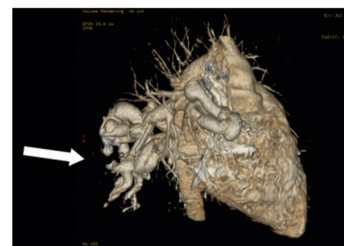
PAVM (箭头所指)介入封堵术前增强 CT 容积再现重建图像
